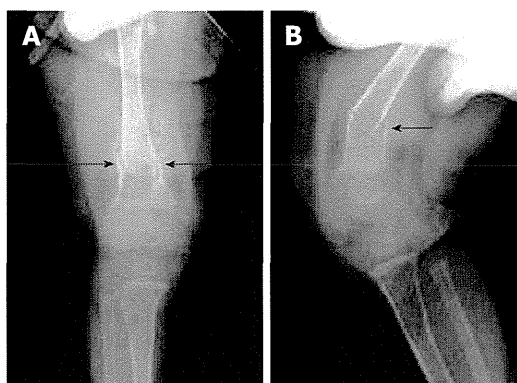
Plain skeletal radiographic features at the 7 d after hepaticojejunostomy in the case 1. Anteroposterior (A) and lateral (B) plain radiographs showing a displaced fracture (arrows) of the right distal femur.
